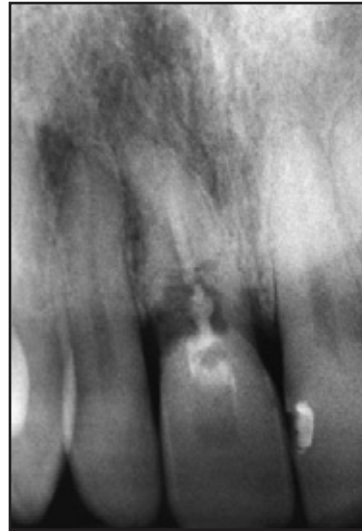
(rechts) Präoperatives Röntgenbild des oberen rechten zentralen Schneidezahns mit deutlich erkennbarem internem Granulom.
